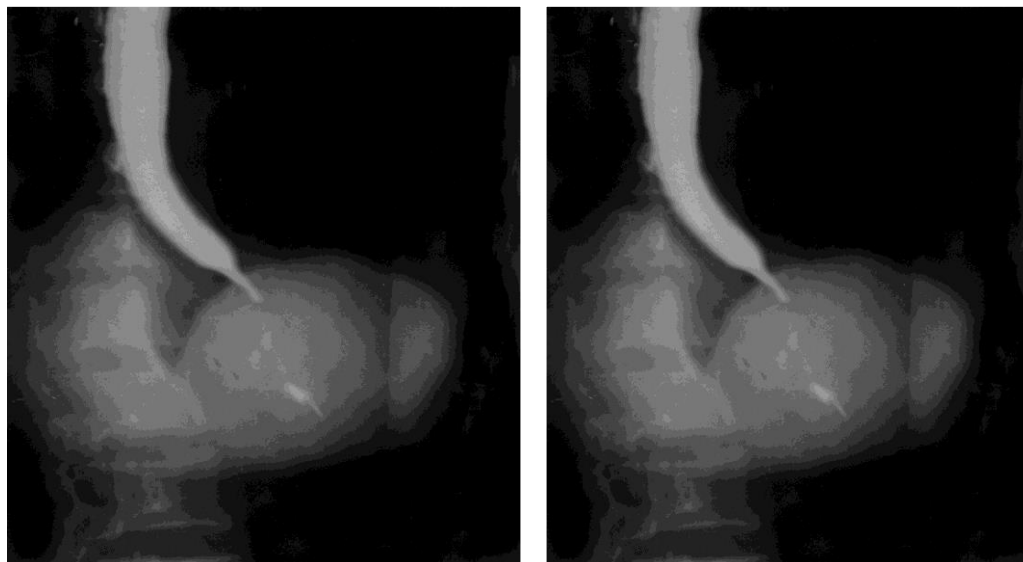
Рентгенологические признаки ахалазии пищевода
